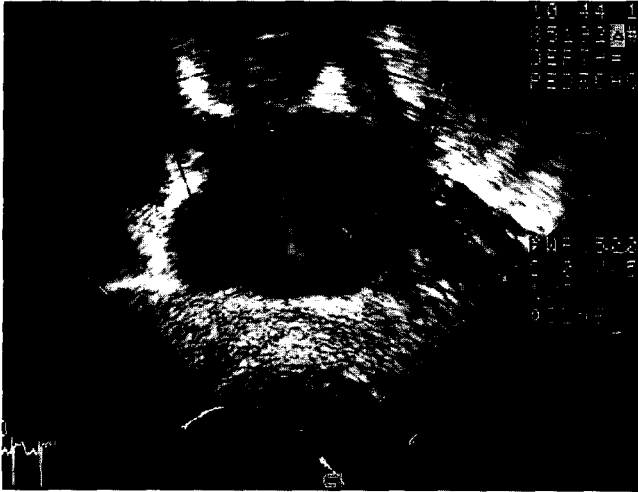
Echocardiogram with cardiac TAPVR. The right and left pulmonary veins drain to the dilated coronary sinus
